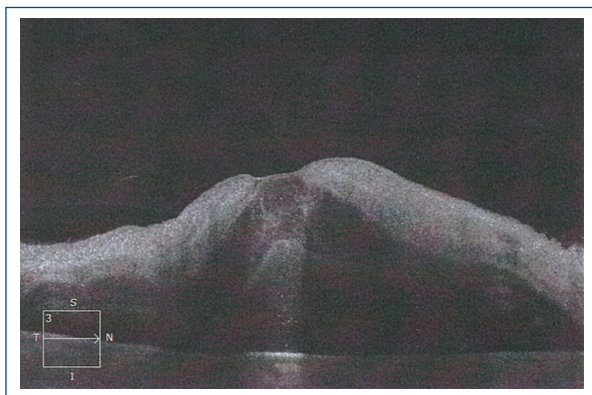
Tomografía de coherencia óptica de ojo derecho que muestra una evidente distorsión de la arquitectura foveal, hiperreflectividad de las capas internas y desprendimiento del neuroepitelio.
